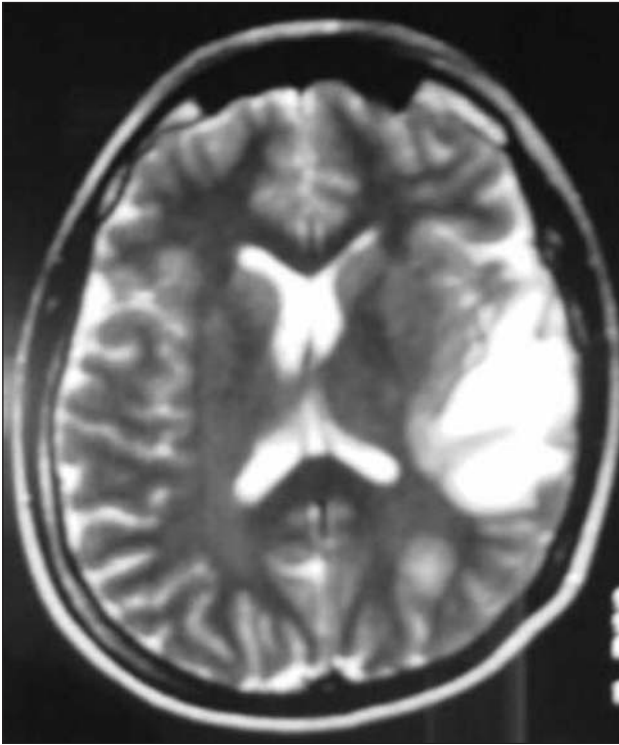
IRM cérébrale, coupe axiale T2 FSE : plaque de démyélinisation pseudo-tumorale en hypersignal dans la région temporo-insulaire gauche.
